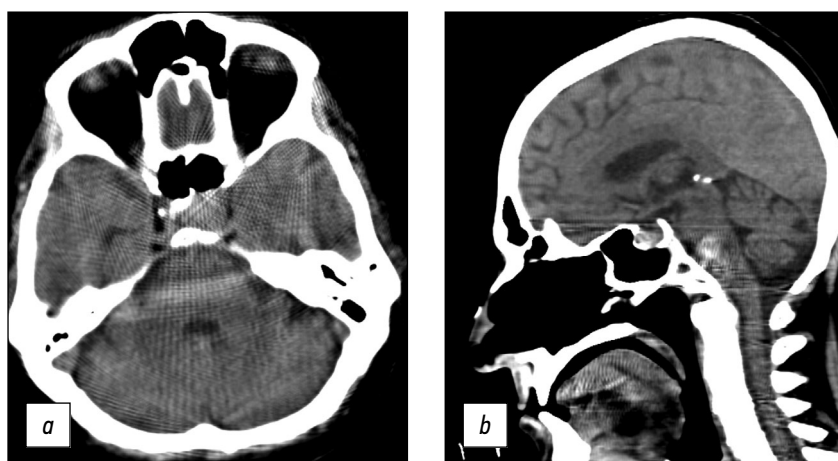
На аксиальном (*a*) и сагиттальном (*b*) компьютерно-томографическом изображении головы в области задней черепной ямки и основания черепа определяются артефакты ветряной мельницы (windmill), линейные артефакты (strike), а также вызванные эффектами усиления жёсткости луча (beam hardening) и рассеяния (scattering). Оценка изображения вблизи костных структур и задней черепной ямки затруднена.
